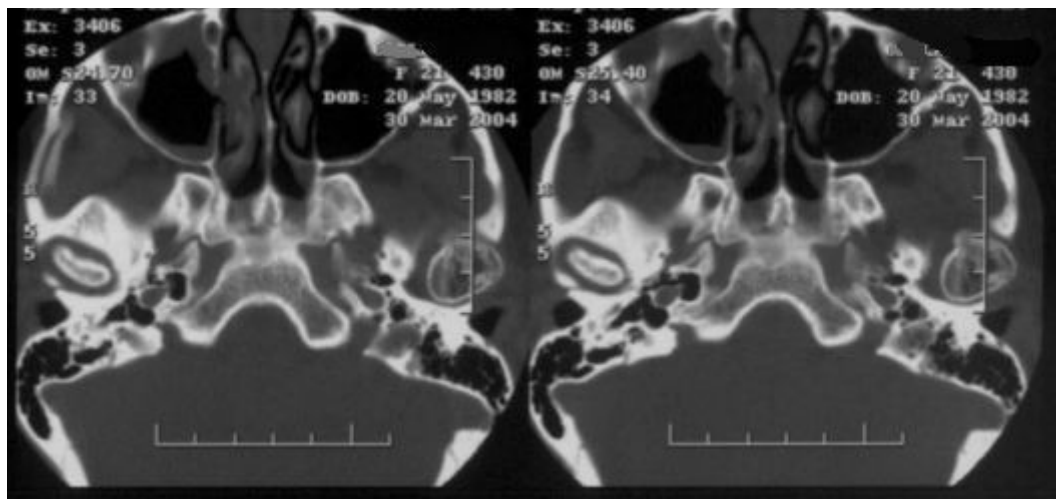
Imagine CT axială
